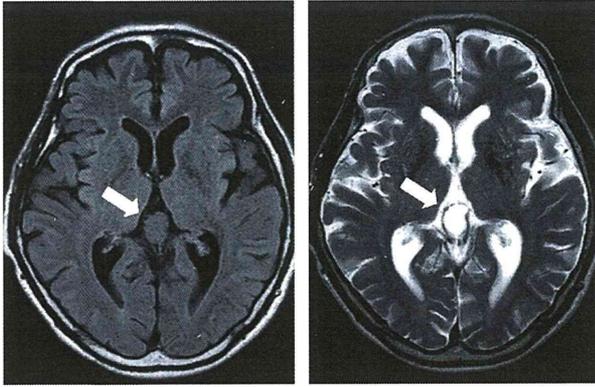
症例3のMRI T1強調(左) T2強調(右)画像. 矢印の先に松果体腺腫を認める.
